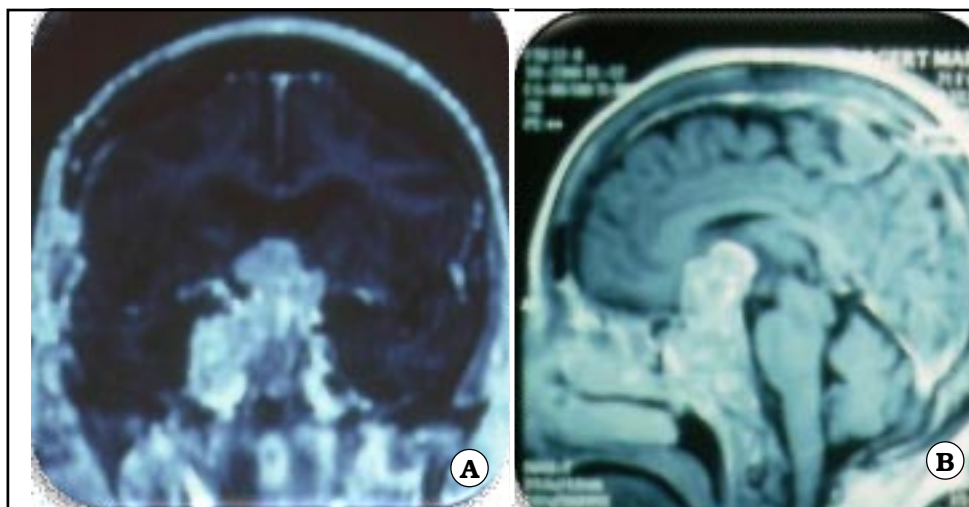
Segunda IRM de cerebro con gadolinio.
